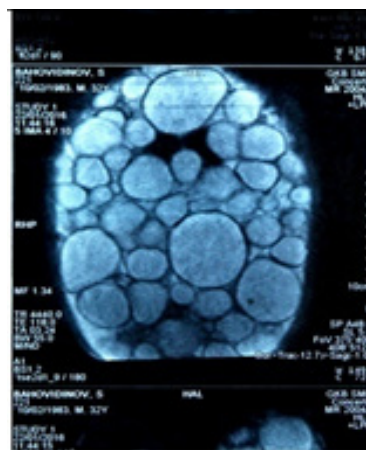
МРТ. Множественный эхинококкоз органов брюшной полости
